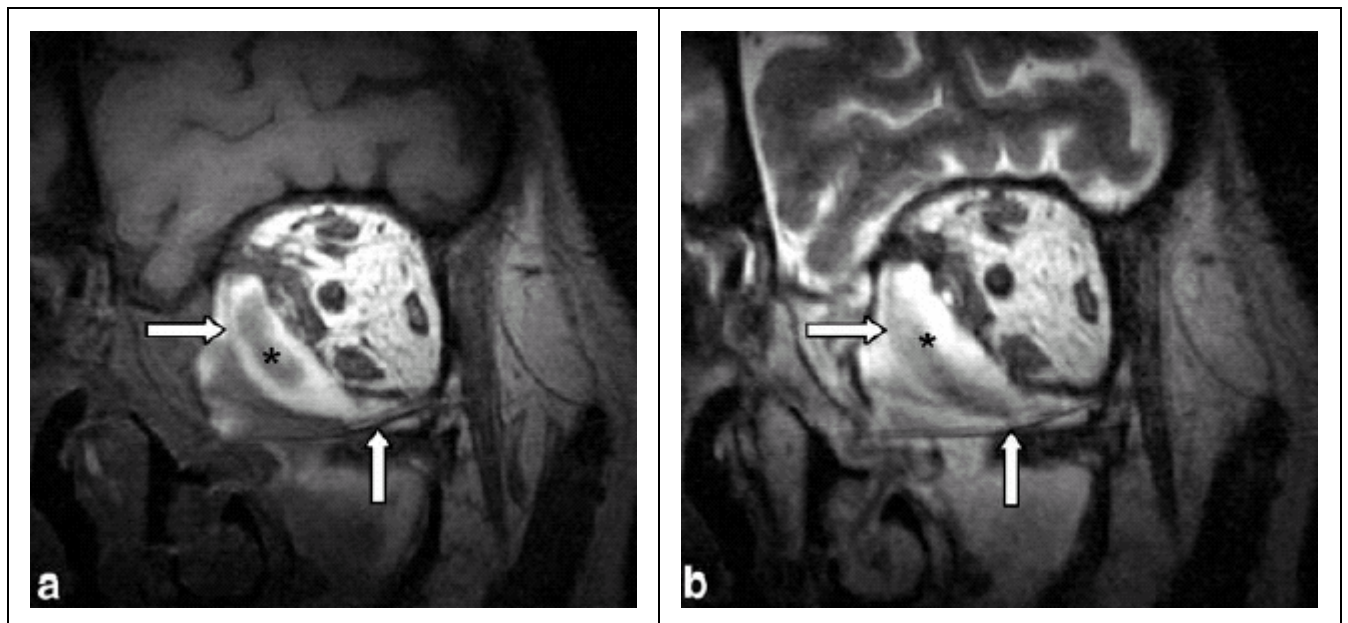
Hochauflösende coronare T1-(a) und T2-(b) gewichtete MRT-Bilder mit einem großen Hämatom (Sterne) auf zwei Folien (Pfeile), das auf das Fettgewebe und die äußeren Augenmuskeln drückt.
